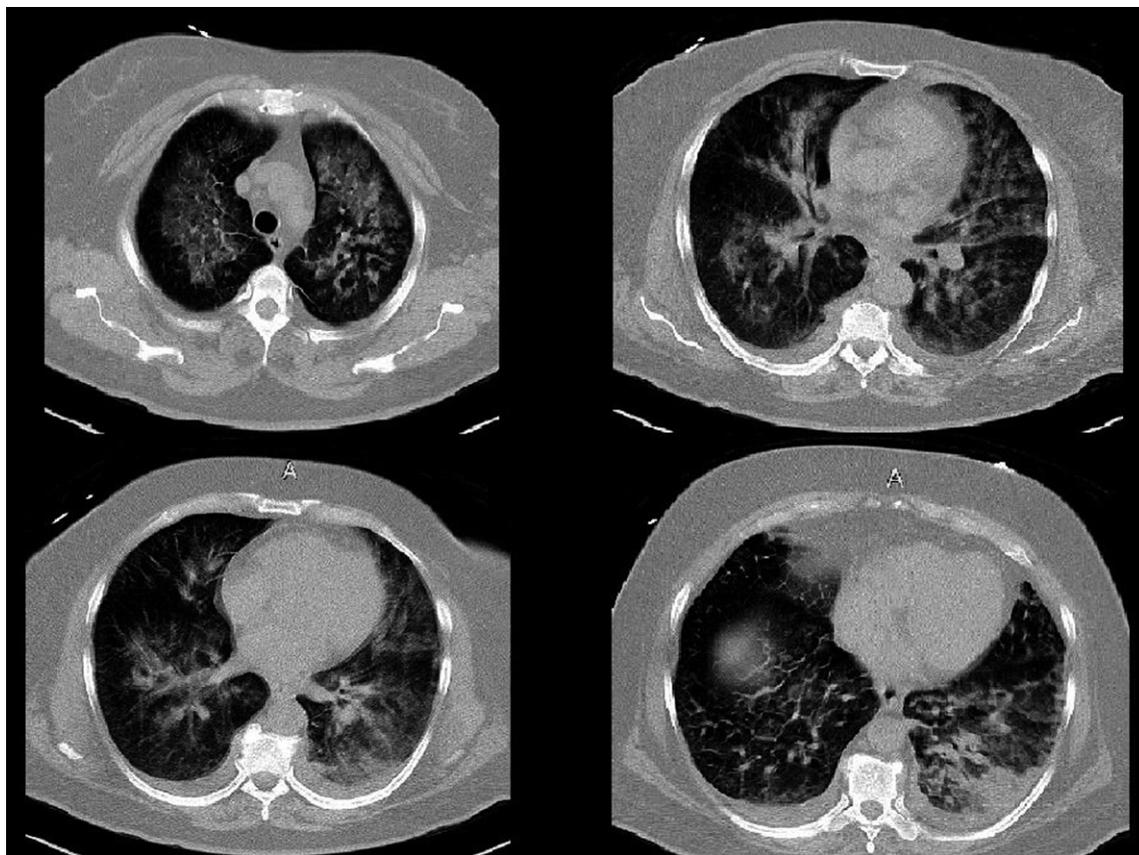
Tomografía computada de tórax al ingreso (ver descripción en el texto).
